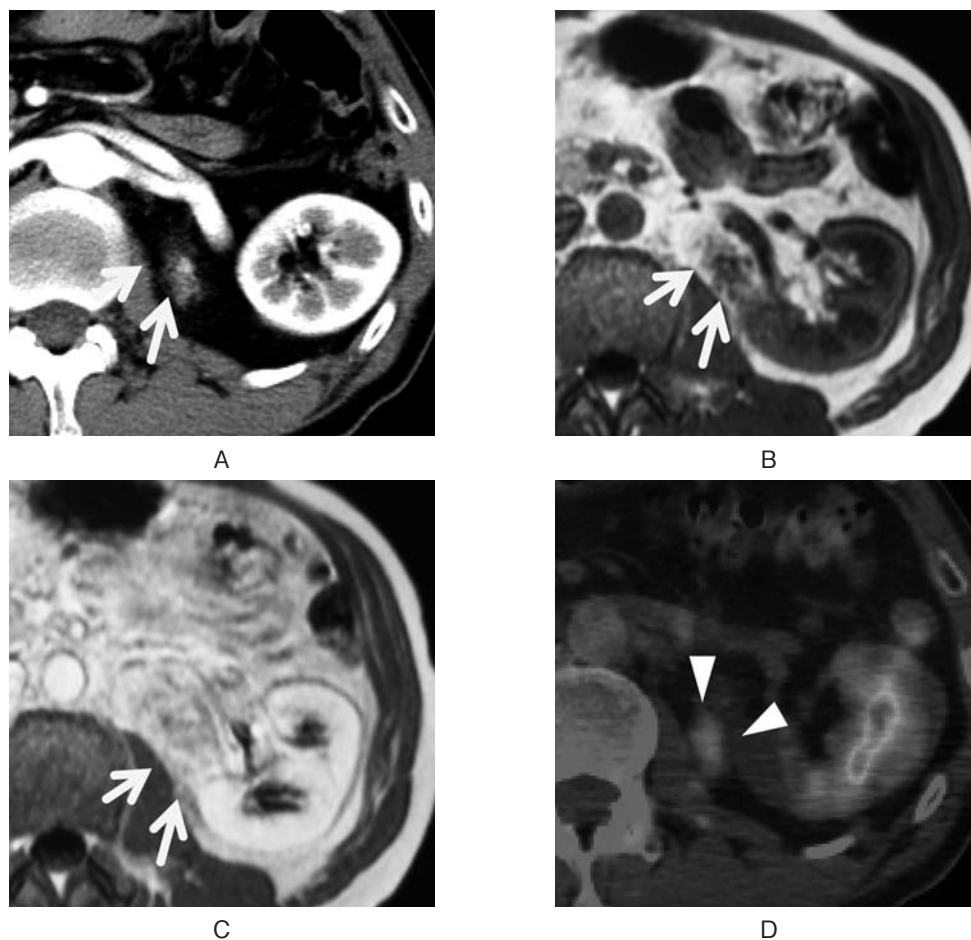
A: Dynamic CT: a diffusely enhanced tumor with a size of $25 \times 19 \times 15$ mm was observed in the dorsal side of renal vein in the left retroperitoneal cavity. B: MRI: the tumor had a low signal intensity on T1WI image. C: MRI: the tumor had a high signal intensity on T2WI image. D: ^{18}F -FDG-PET/CT: the tumor showed a positive ^{18}F -FDG uptake with standardized uptake value of 2.8.
